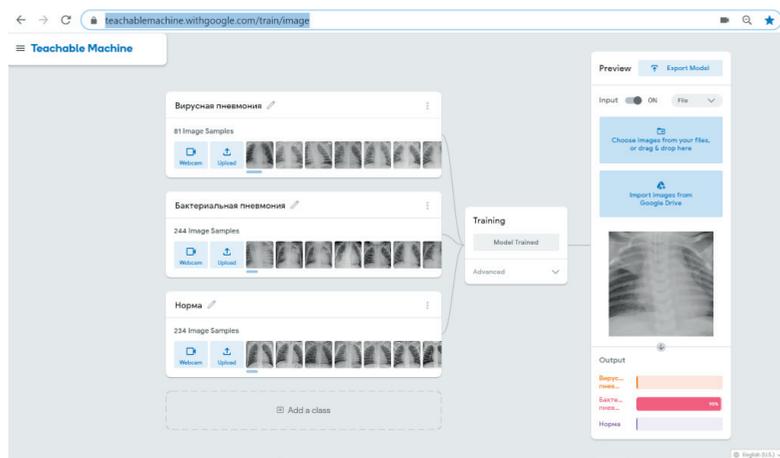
Фрагмент интерфейса интеллектуальной системы для обнаружения вирусной пневмонии (COVID-19) с помощью анализа рентгеновских снимков грудной клетки, построенной на основе нейронной сети *Teachable machine* (Google)
